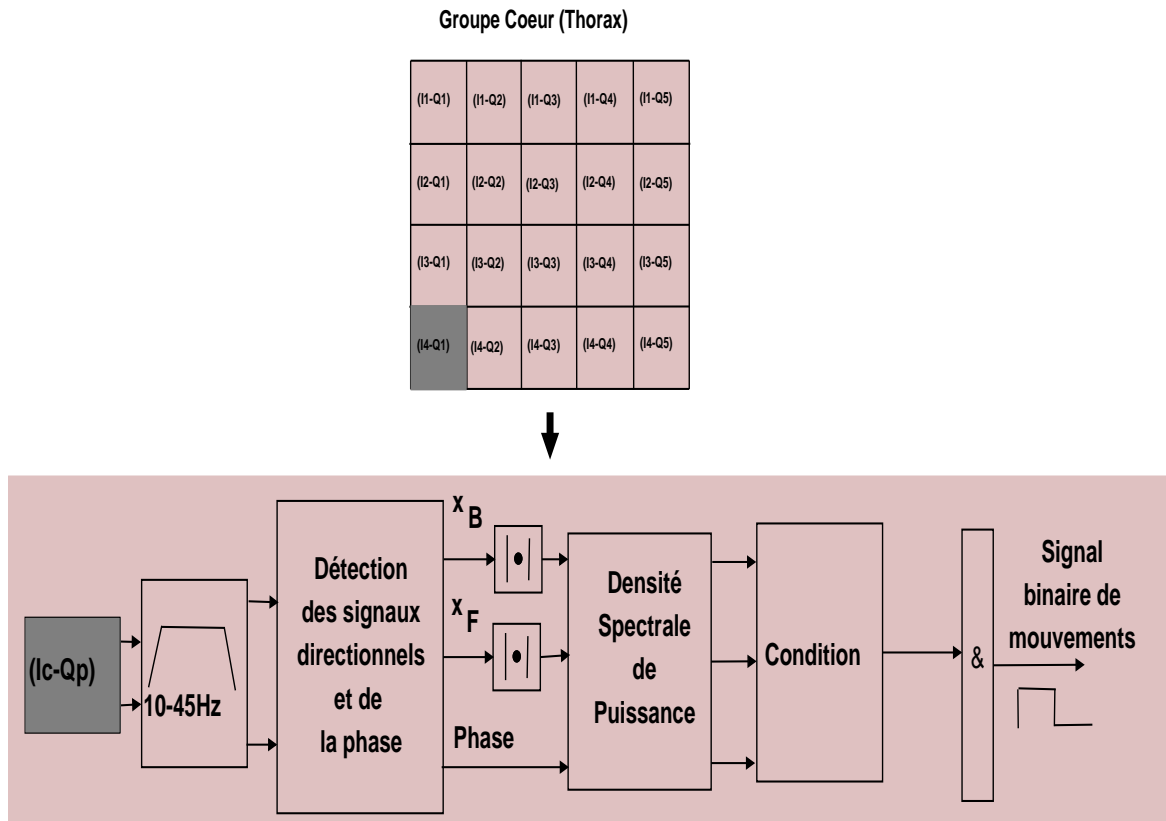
Le principe de détection des mouvements pseudo-respiratoires au niveau d'un canal Doppler.
